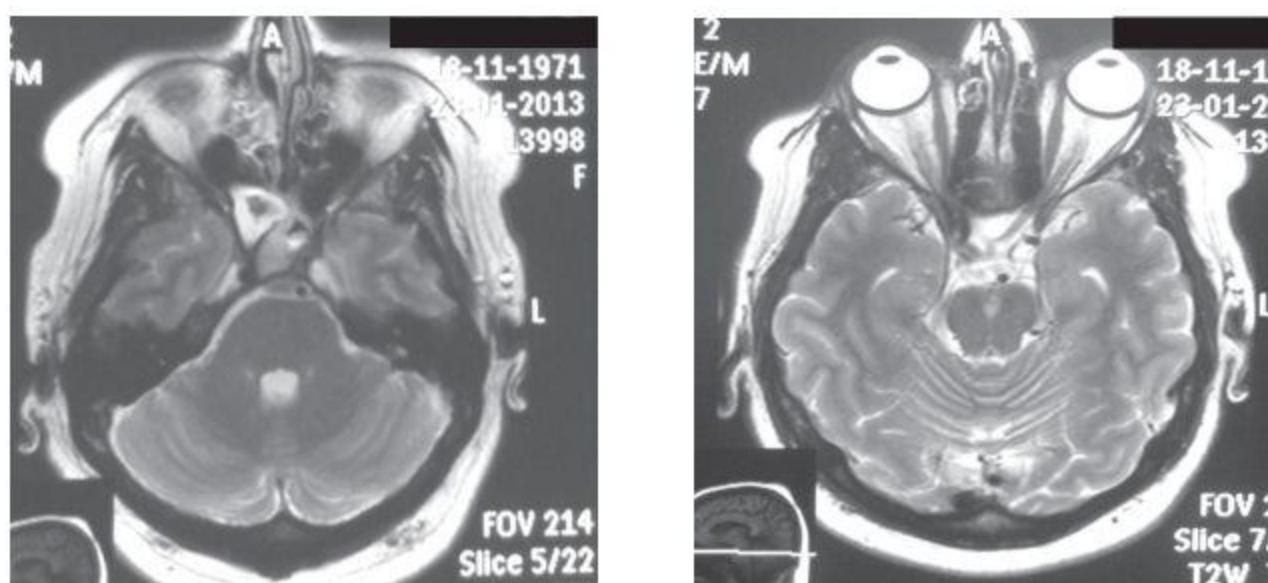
МРТ головного мозга от 23.01.13 г. пациентки М.
